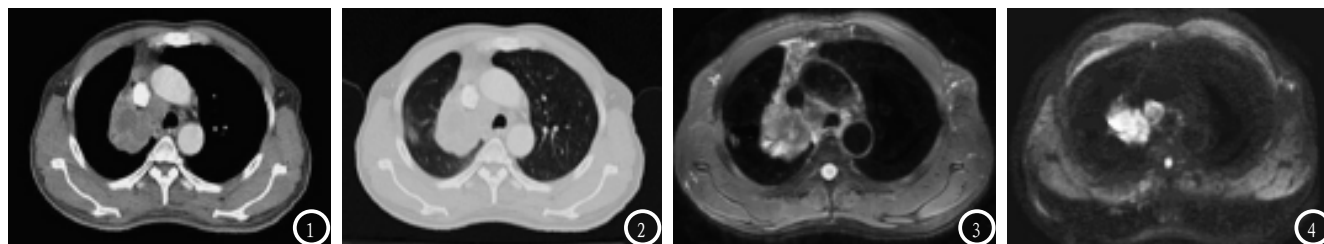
CT组患者, 男性, 61岁, IIIb期, 图1为纵膈窗CT增强图像, 图2为肺窗CT增强图像, 仅可见类圆形肿瘤组织高信号成像, 淋巴结转移情况未能有效识别。图3-4 MRI组患者, 男性, 65岁, IIIa期, 图3为T2WI图像, 图4为DWI图像, 前者可见原发灶与转移淋巴结均呈现高信号, 并在更高信号处提示伴发肺不张, 后者则可明确识别瘤体与转移淋巴结边界。
